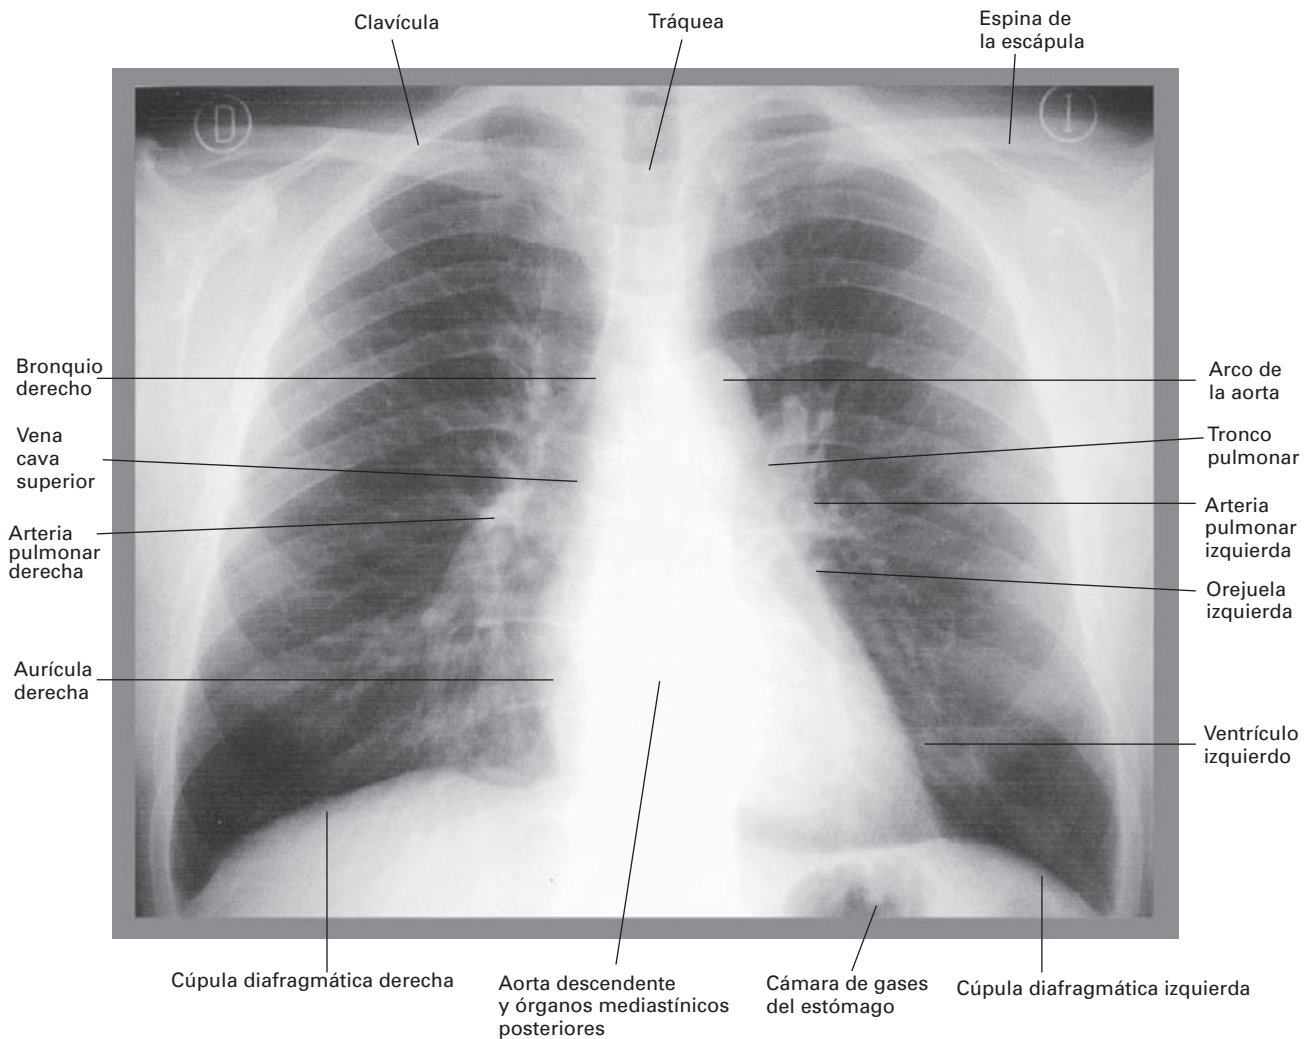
Radiografía posteroanterior de tórax.
